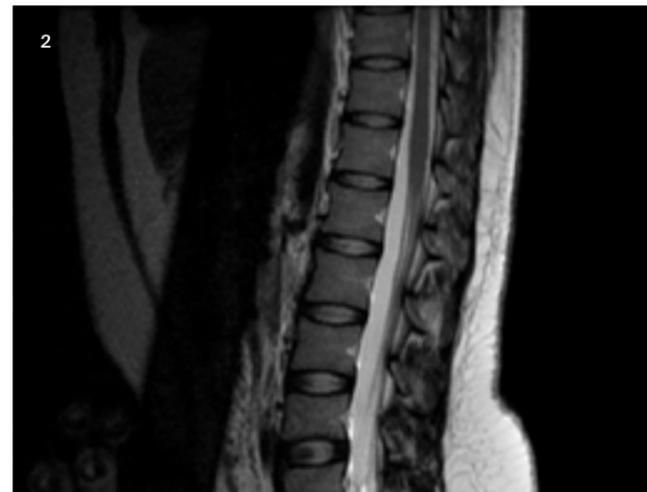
Normales MRT der Wirbelsäule (Quelle: Dalia Ibrahim, Radiopaedia.org, rID: 92846)
